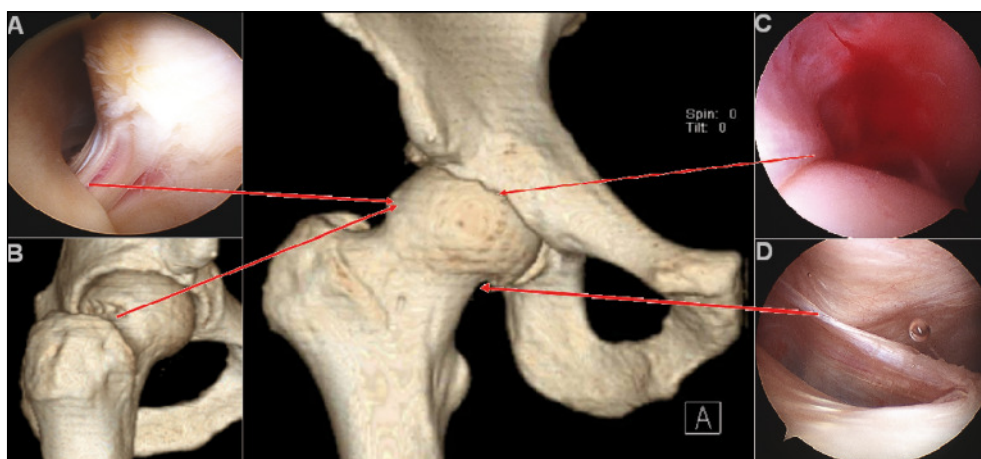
Referencias anatómicas en el compartimiento periférico de cadera. En la imagen central se observa una imagen de TAC con reconstrucción 3-D de la cadera, en la cual las flechas demuestran las regiones del compartimiento periférico con sus respectivos reparos anatómicos. En la región lateral (1A) se identifican los pliegues sinoviales que incluyen los vasos retinaculares hacia la cabeza femoral. La penetración de estos vasos en la cabeza femoral se pueden identificar mediante las foráminas (1B, flecha) en la Tomografía Axial Computada (TAC) con reconstrucción 3-D. En la región anterior (1C) se reconoce el labrum en su visión periférica. En la región medial (1D) se identifica el pliegue sinovial medial que demarca el límite medial de la resección del resalte femoral.
